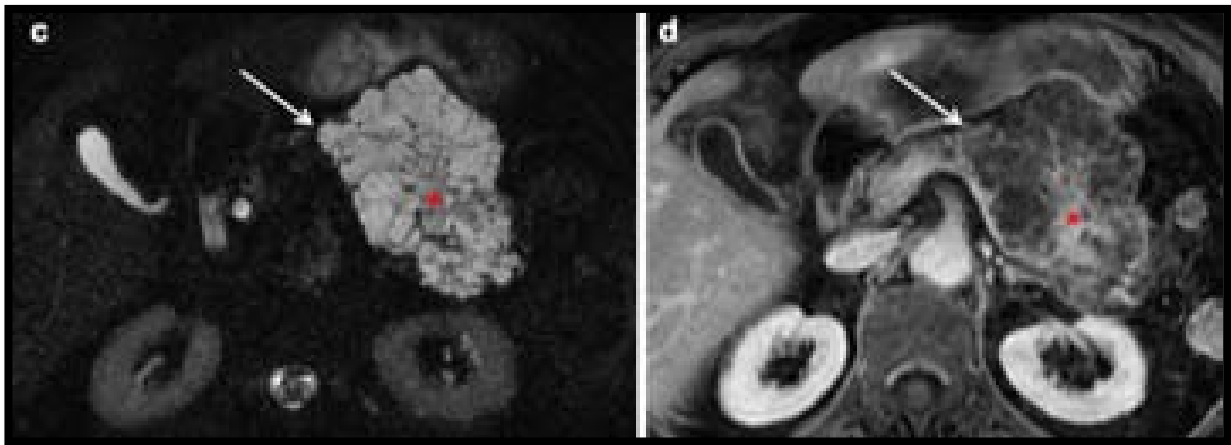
IRM en coupe axiale d'un cystadénome séreux de la queue du pancréas dans sa forme microkystique apparaissant en hypersignal T₂ (c) et en hyposignal avec rehaussement des cloisons et de la cicatrice fibreuse centrale en séquence T₁ après injection de Gadolinium (d) (78)
